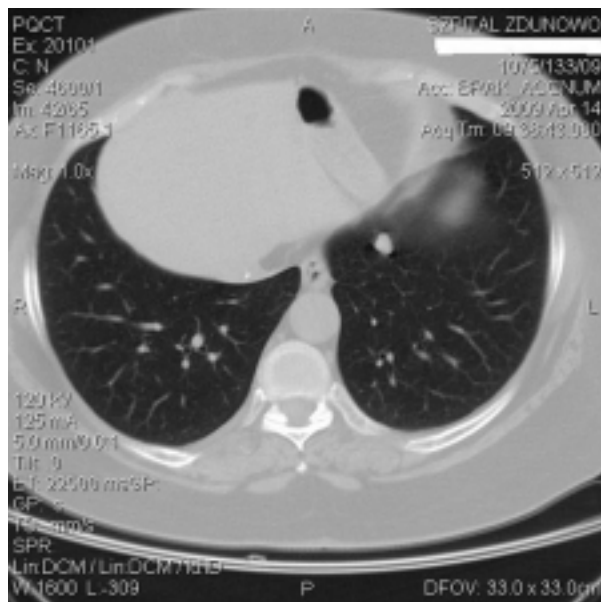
Tomografia komputerowa klatki piersiowej ukazuje guz średnicy 15 mm w segmencie 3 płuca lewego. W płuca prawym widoczne zmiany pooperacyjne
